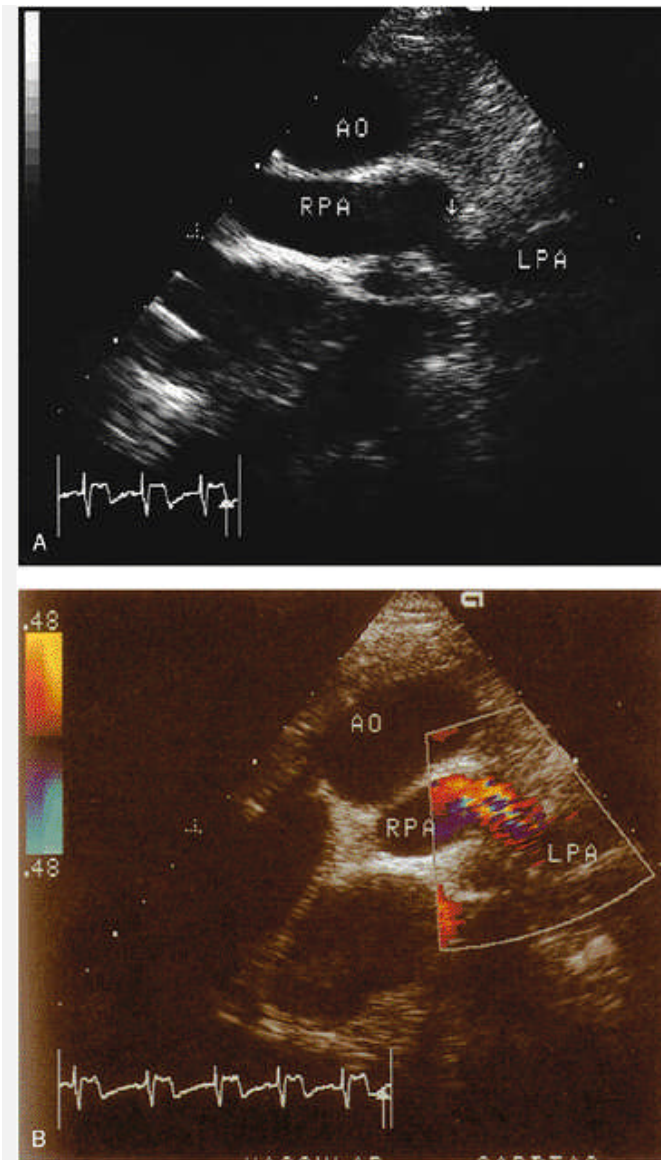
Pandangan Sumbu Panjang Parasternal pada tetralogy fallot
